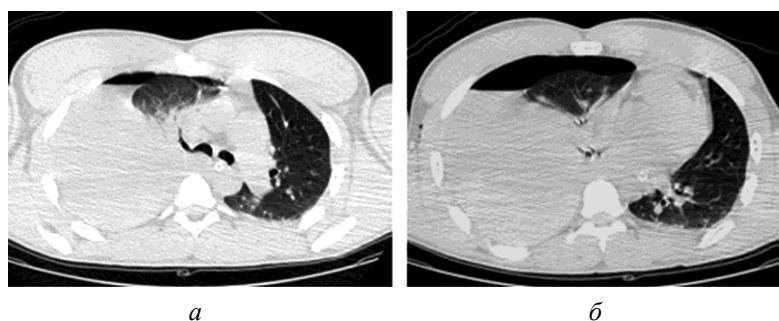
МСКТ, сочетанная КТТ. Правосторонний гемопневмоторакс, смещение средостения в здоровую сторону (а, б), контузия правой лобной доли (в), вдавленный перелом лобной кости справа (г, д)
